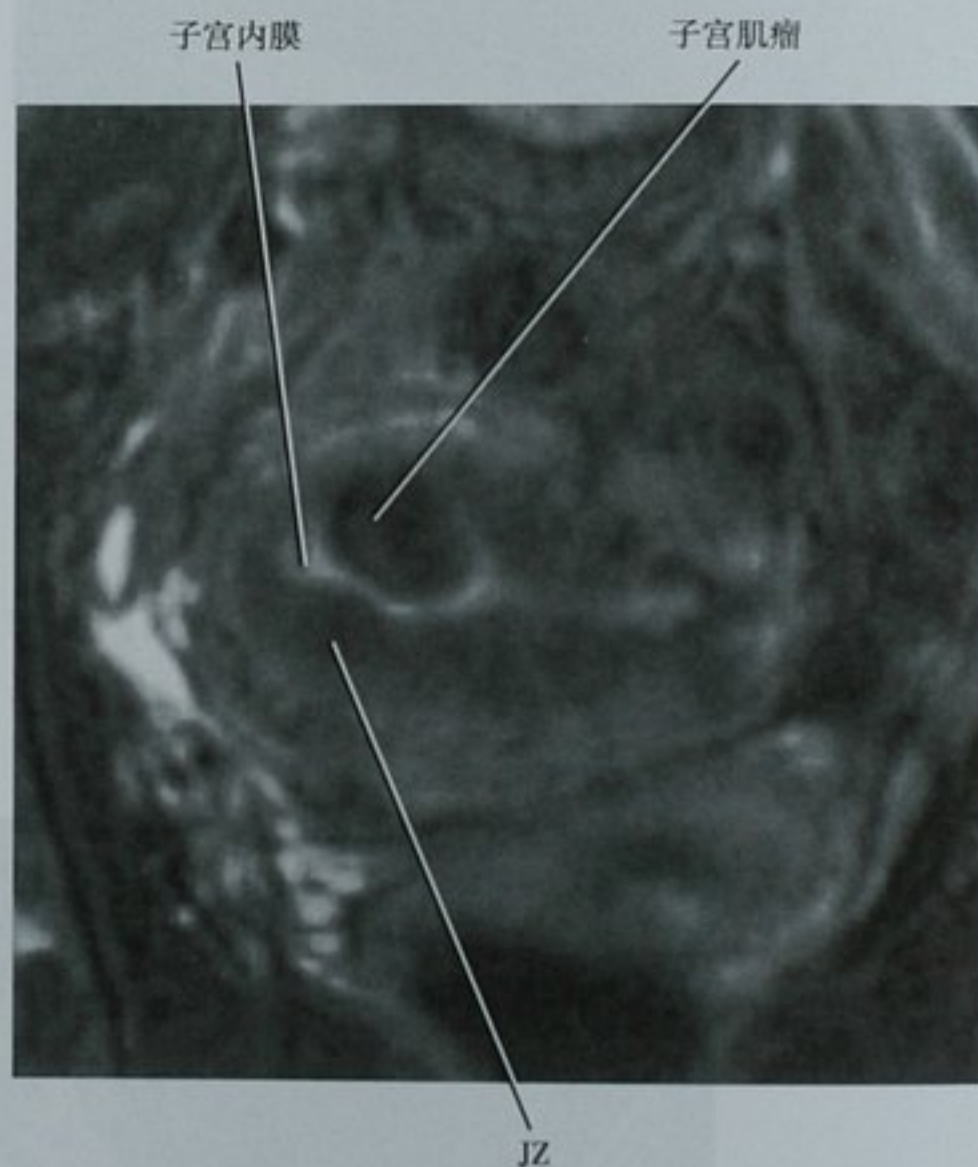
黏膜下子宫肌瘤 MRI 图像,子宫底横断位 T2 加权面图像显示一个光滑的卵圆形低信号肿物突入高信号子宫腔。肿瘤的信号强度较邻近的结合带(JZ)信号低
